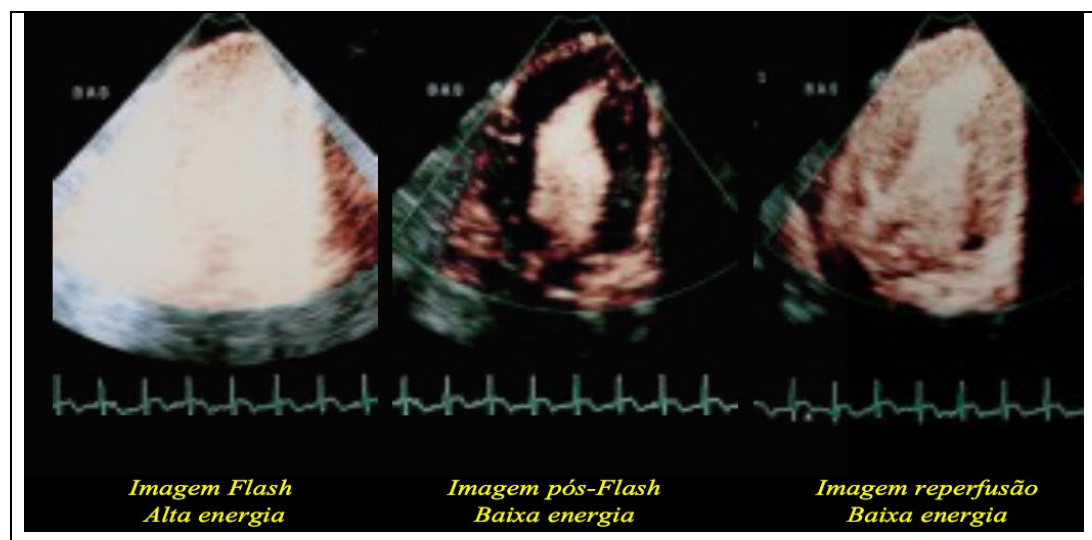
Exemplo de ecocardiografia com perfusão miocárdica demonstrando imagem com índice mecânico alto (IM: 1,3) conhecido como “flash” causando a destruição das microbolhas (esquerda), ausência do contraste miocárdico na imagem pós-flash (centro) e imagem de reperfusão miocárdica completa e homogênea (direita)
